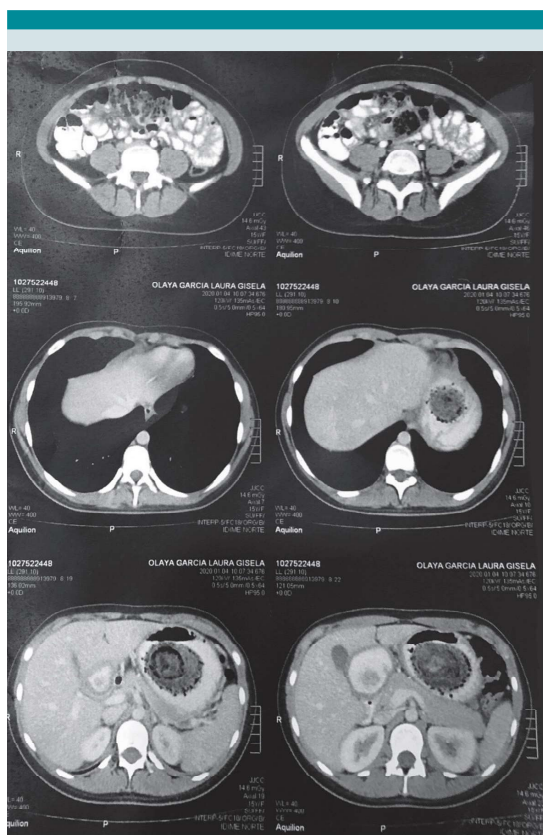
TC de abdomen contrastada.
